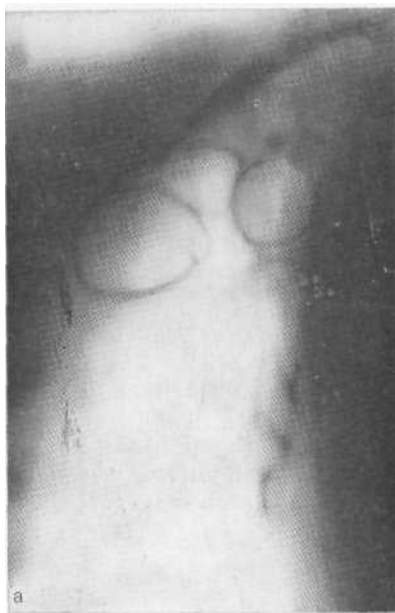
Томограмма в прямой проекции (а) и бронхограмма (б) правого легкого. В верхней доле несколько тонкостенных кист, не контрастирующихся при бронхографии. Мелкие бронхи верхней доли резко деформированы. На операции установлено, что это санированные каверны.
